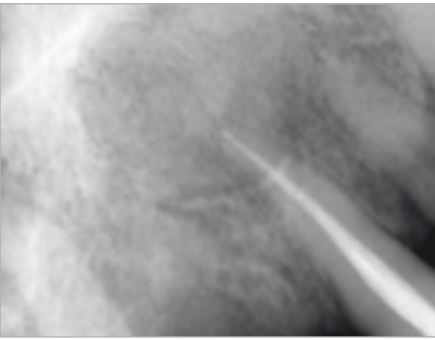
Radiografía periapical de control al mes del tratamiento.
